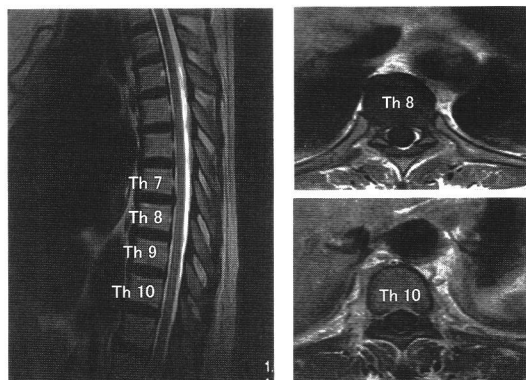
胸髄 MRI T2 強調画像 (発症 6 時間後撮影)
